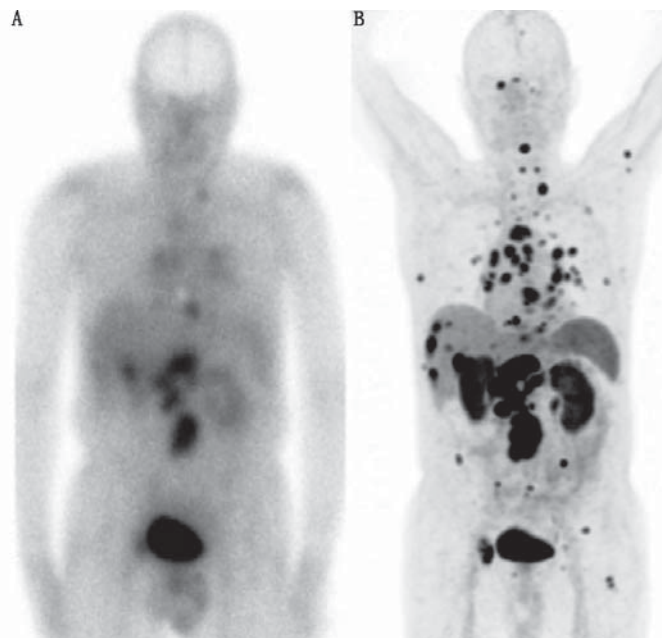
低级别盲肠转移患者肽受体放射性核素治疗前 ^{111}In -喷曲肽生长抑素受体 (SSTR) 显像 (A) 和 ^{68}Ga -1,4,7,10-四氮杂环十二烷-1,4,7,10-四乙酸-D-苯丙氨酸 1-酪氨酸 3-苏氨酸 8-奥曲肽 (DOTATATE) PET/CT 显像 (B) 图。PET/CT 显像示肝、腹膜后、胸部淋巴结、骨多发性转移, 但许多在 SSTR 显像中未被检测到
